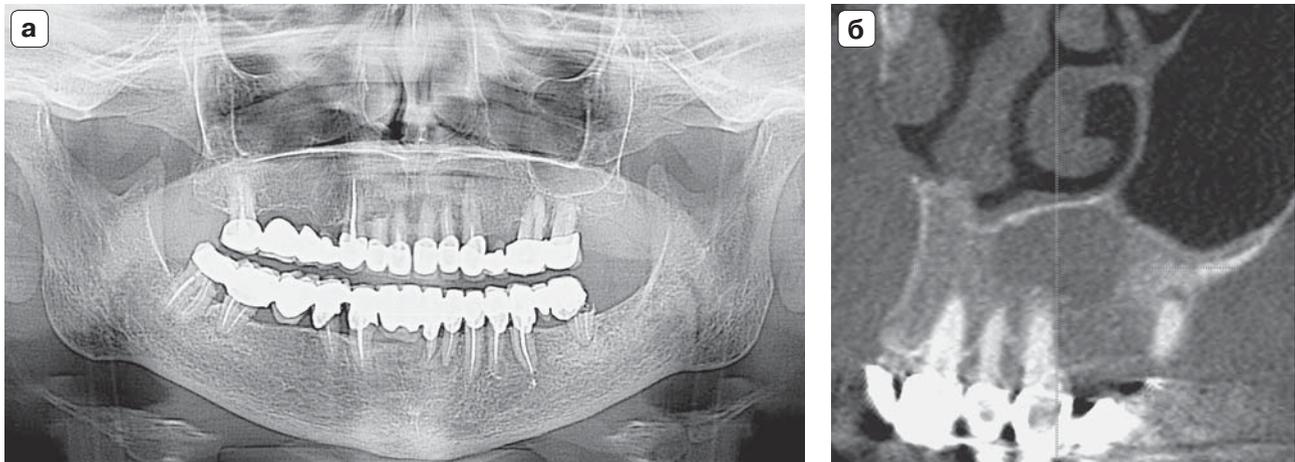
Рентгенодиагностические изображения пациента 58 лет. а – ортопантомограмма, периапикальная область зуба 2.3 без признаков патологических изменений; б – фрагмент конусно-лучевой компьютерной томограммы, в периапикальной области зуба 1.3 имеется участок разрежения костной ткани диаметром около 2 см (радикулярная киста).
